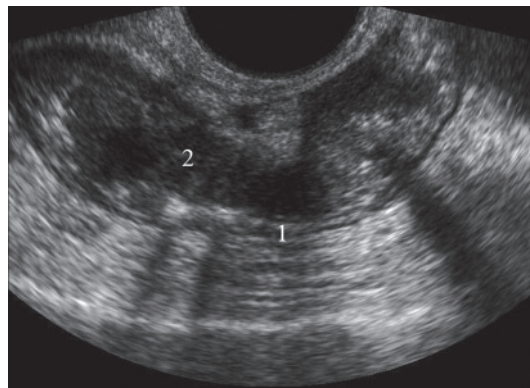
Рак среднеампулярного отдела прямой кишки. Инвазия всех слоев, выход опухоли в параректальную клетчатку. ТРУЗИ. Датчик расположен ниже опухоли. Продольный срез кишки через пораженную область (а). Наружный контур стенки кишки в зоне поражения неровный, нечеткий, утолщенная гетерогенная клетчатка в области неровности контура стенки кишки.
